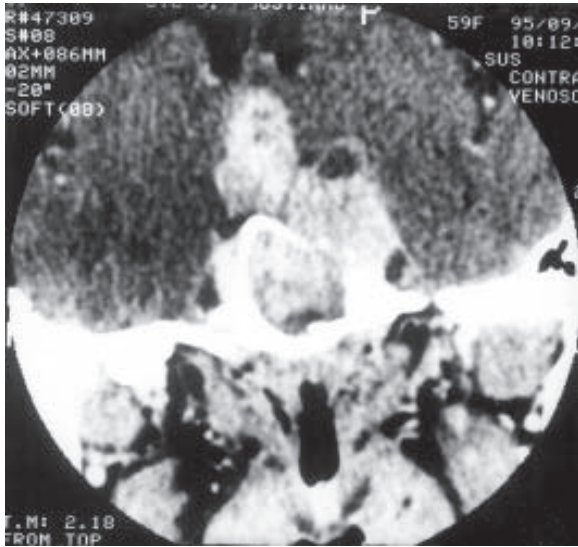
Tomografia, realizada em 1995, mostrando macroadenoma com áreas císticas.
